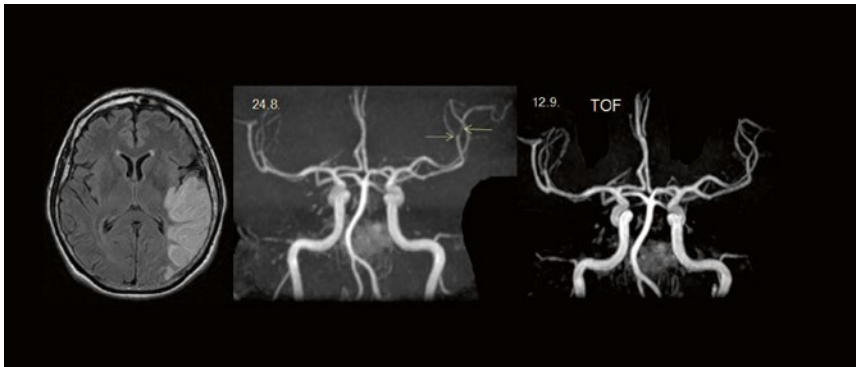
Kraniale MRT mit Infarktnachweis hinteres MCA-Stromgebiet links in DWI-Sequenz sowie TOF-MRA mit Darstellung der Stenose der A. cerebri media links vor und nach Ceftriaxon-Therapie.
